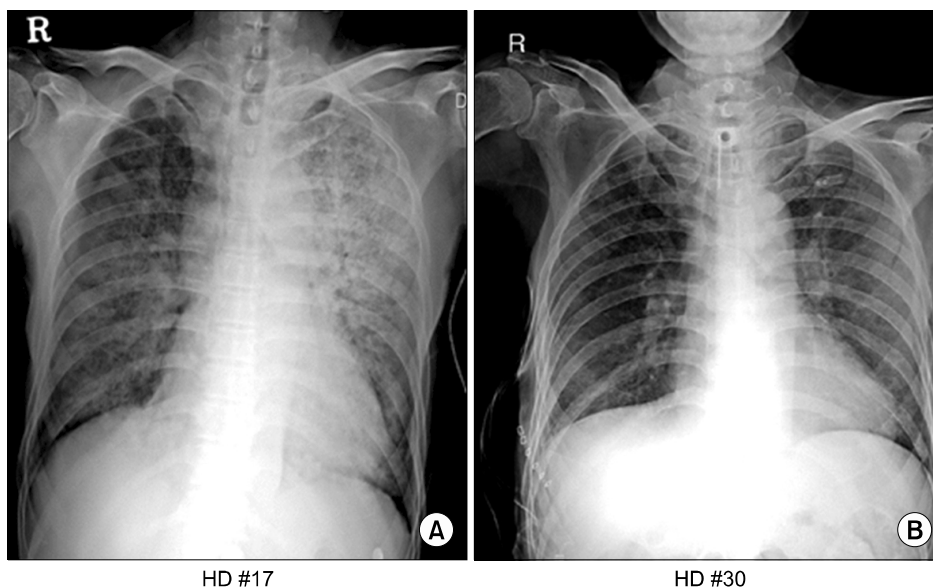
(A) Chest radiograph shows peribronchial infiltration in both lung fields especially left. (B) Chest radiograph obtained 13 days later shows decreased bilateral infiltration.
